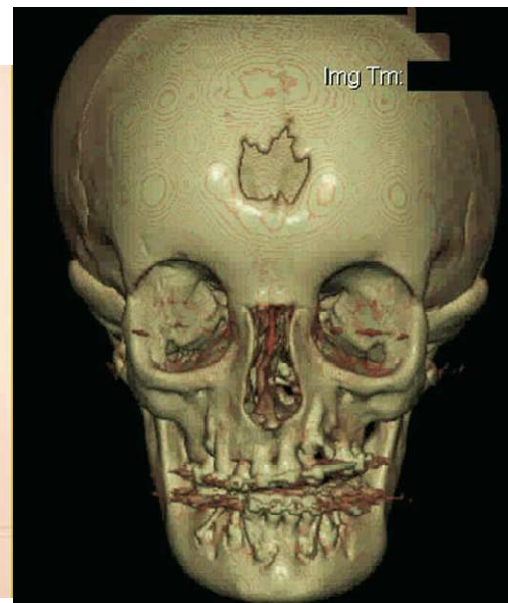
Tomografía computarizada y vista frontal del paciente antes de la intervención quirúrgica.¹³
